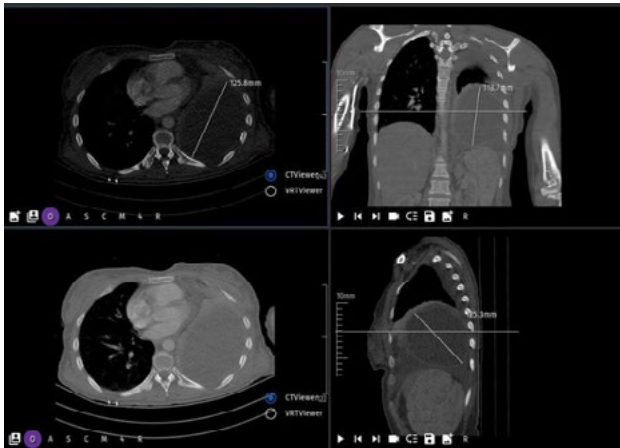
The contrast-enhanced computed tomography of the patient presenting with complaints of chest pain and cough showed the dimensions of the hydatid cyst.
